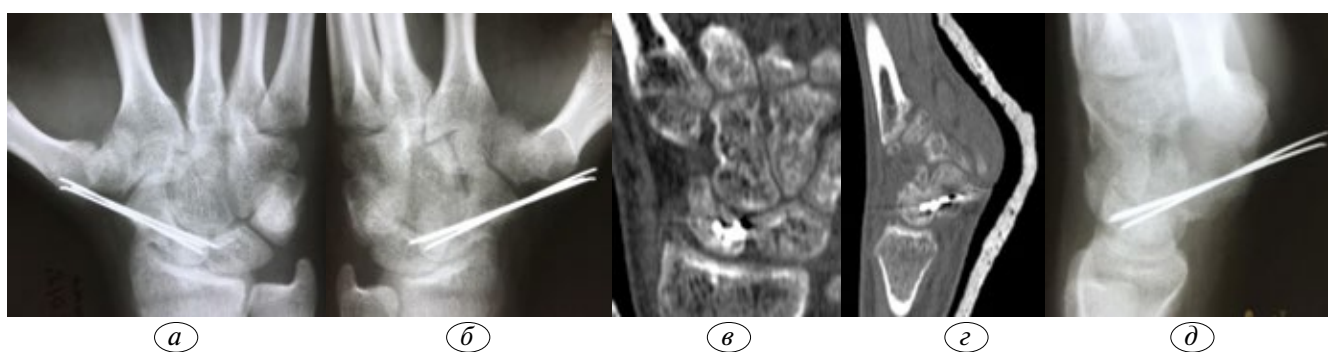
Пациент К., 19 лет. Диагноз: ложный сустав ладьевидной кости правой кисти. Через 8 нед после операции. *a* — рентгенограмма в прямой проекции; *б* — рентгенограмма в $\frac{3}{4}$; *в* — рентгенограмма в боковой проекции; *г* — компьютерная томография, сагиттальная проекция; *д* — компьютерная томография, аксиальная проекция.
